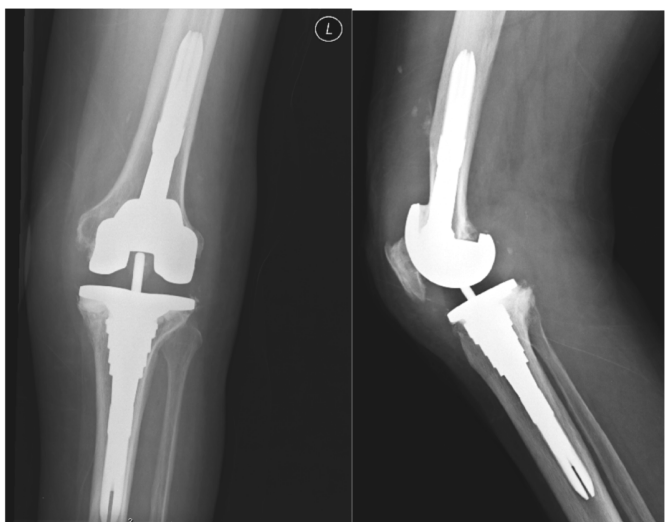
Caso 1: Radiografia aos 3 meses de pós-operatório. Prótese de revisão com hastes longas femoral e tibial e sleeve tibial.
